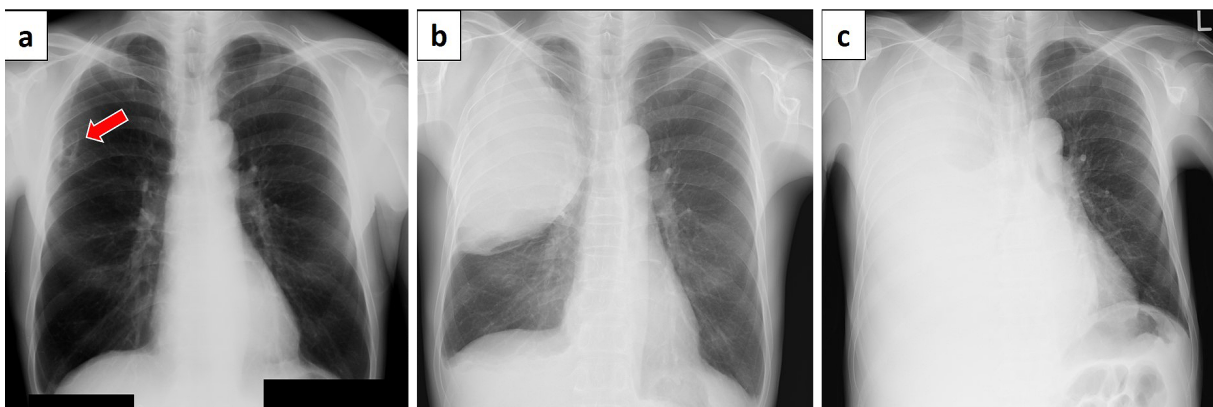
(a) Chest X-ray at a health checkup. A small nodule with a cavity was observed in the right lung field (red arrow). (b) Chest X-ray three months after the health checkup showing a large mass in the right lung field. (c) Chest X-ray at the initial admission, showing a massive right pleural effusion.
